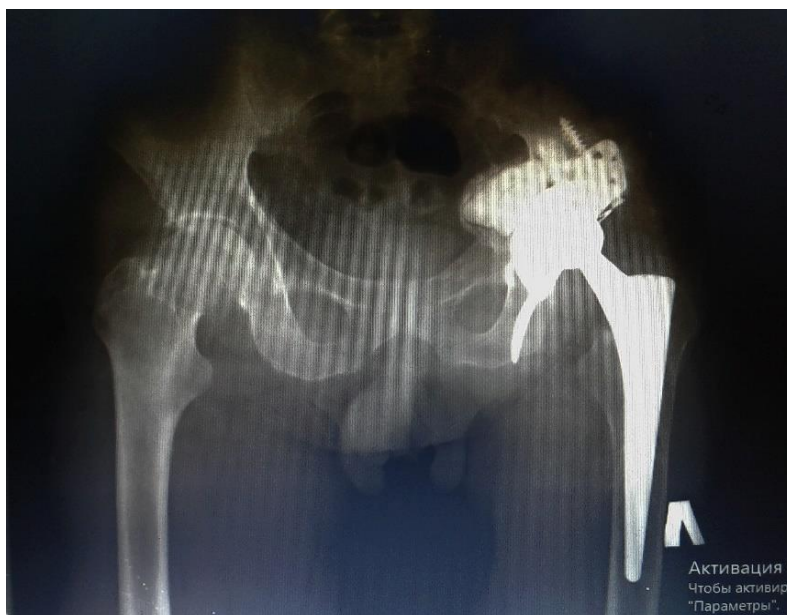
Обзорная рентгенография таза пациента К., 67 лет. Диагноз: Хроническая послеоперационная ИОХВ, ППИ II типа по D. Tsukayama после первичного цементного ЭТБС, перелома дна левой вертлужной впадины, пластики цементом и костным материалом, установки кольца Бурш-Шнайдера.
